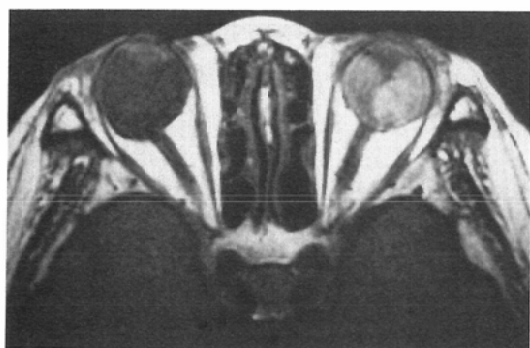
2-year-old-male with retinoblastoma in the right optic globe. Axial precontrast CT (A), postcontrast CT (B), T1WI (C), T2WI (D), PDWI (E) and postcontrast T1WI (F). Precontrast CT shows a soft tissue density mass with faint calcification. Mild contrast enhancement of the mass is demonstrated on postcontrast CT. Differentiation of the mass and the retinal detachment is difficult on these CT. The intraocular mass is hyperintense, compared with vitreus, on T1WI and PDWI and hypointense on T2WI. The mass is isointense, compared with temporal muscle, on T1WI and hyperintense on T2WI and PDWI. On contrast enhanced T1WI the mass is moderately enhanced. Retinal detachment is easily detected on PDWI and postcontrast T1WI.
